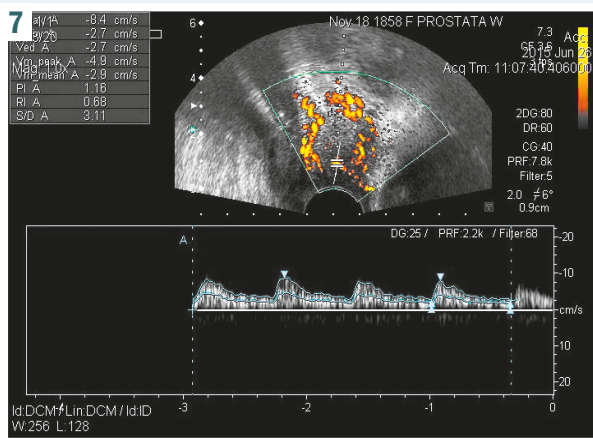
Ultrasound study of paraurethral glands (diffuse type) at the background of video-erotic stimulation. Patient G., aged 30. Increase of blood flow in the stroma of paraurethral glands with the bright coloration of vascular image.
